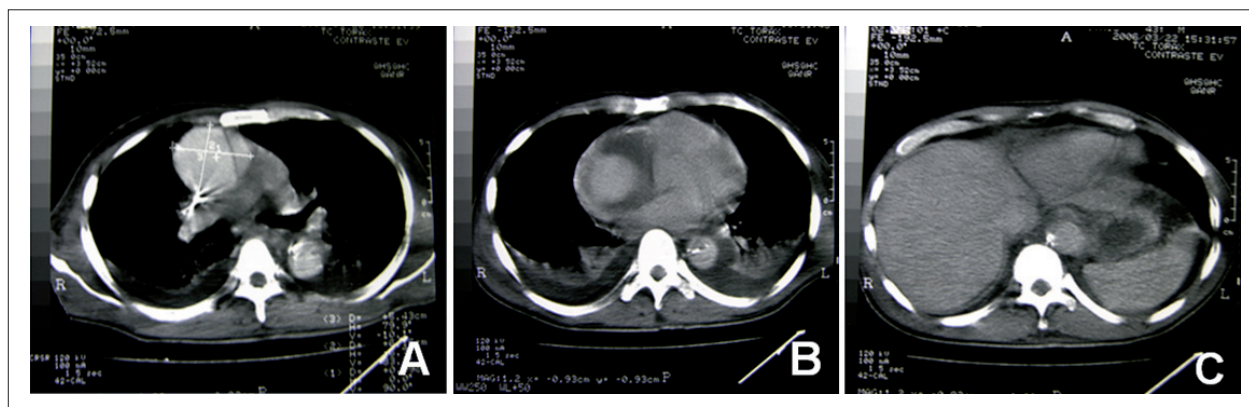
Tomografia computadorizada de tórax evidenciando (A) aneurisma da aorta torácica ascendente com dissecção aórtica da origem do segmento ascendente, aorta torácica (B) até terço inferior do descendente (C).
